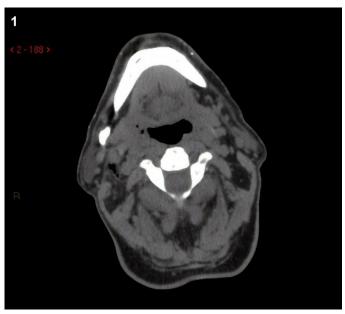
Tomografia computadorizada cervical evidencia abaulamento tonsilar direito associado a trajeto gasoso a partir da parede faríngea lateral estendendo-se ao espaço carotídeo.
